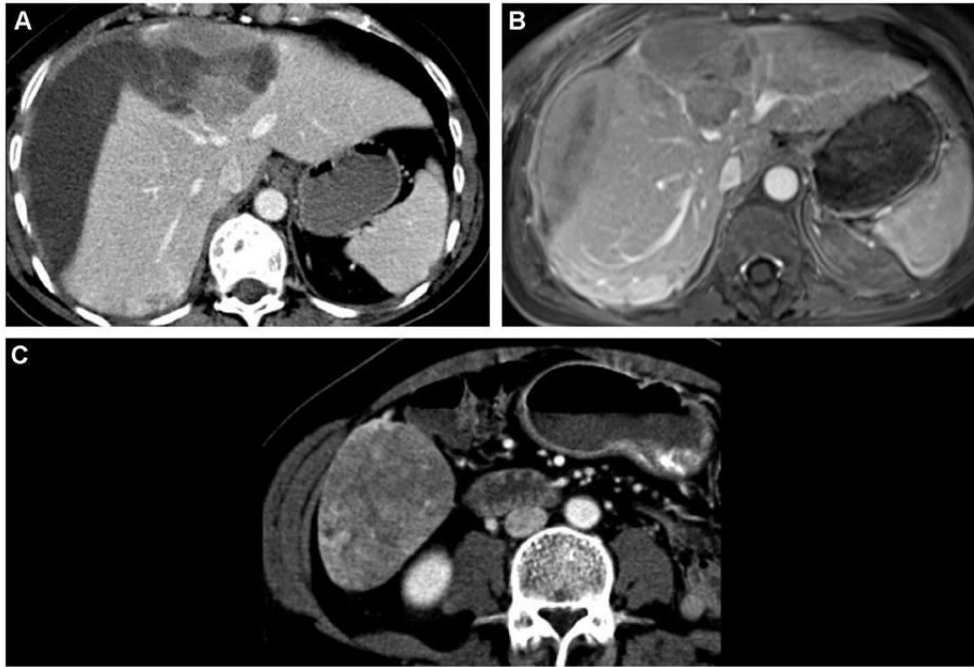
CT scan: hepatocellular adenoma in segment VIII complicated by subcapsular hematoma
